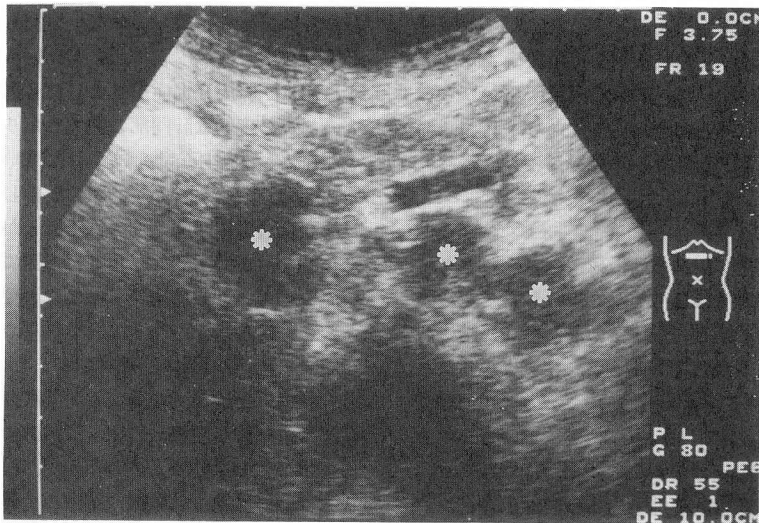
Ultrasonogram shows hypoechoic lymph nodes (*) along the common hepatic artery and the splenic artery.
